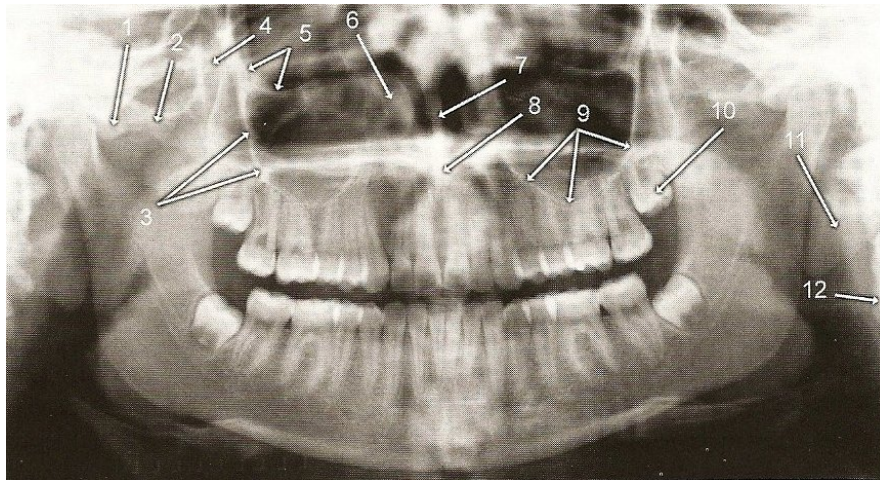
Estruturas da região média da face visíveis na ortopantomografia.
